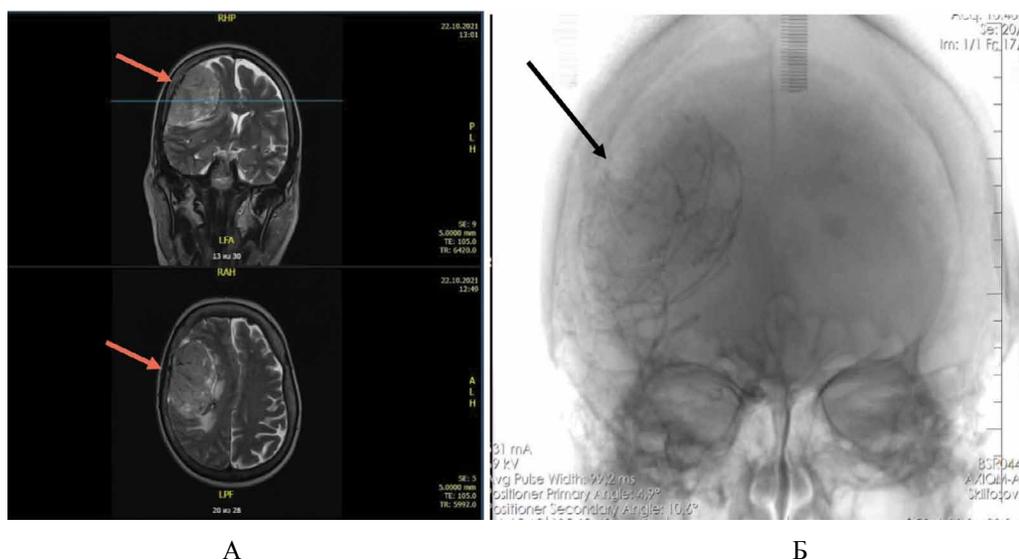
А — МРТ головного мозга с контрастным усилением. Объемное образование в правой лобно-височно-теменной области, размерами 77x54 мм (красная стрелка), с перифокальным отеком, поперечной дислокацией до 10 мм. Б — Церебральная ангиография интракраниальных сосудов головного мозга. Отмечается обильное кровоснабжение объемного образования из теменных ветвей правой *a.meningea media* (черная стрелка).
